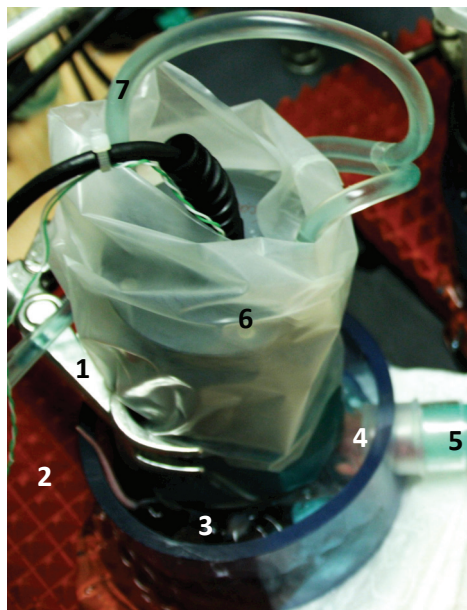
Traitement ultrasonore *in vivo*
